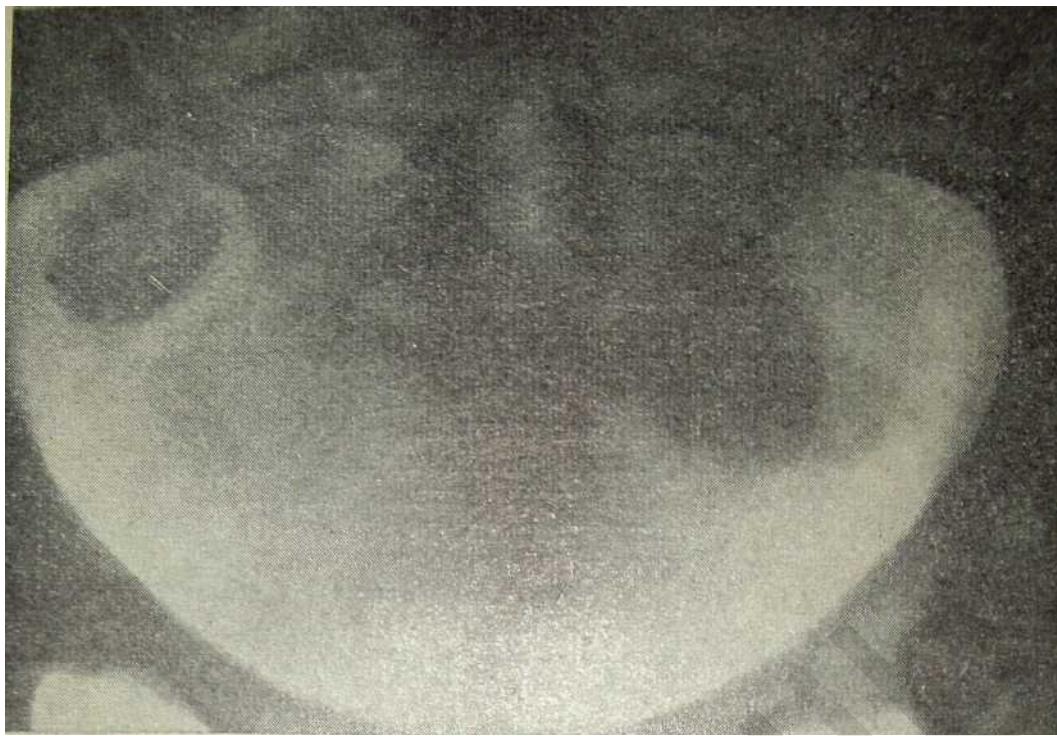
Обзорный рентгеновский снимок малого таза. Округлые тени — казеозные очаги в придатках матки.
